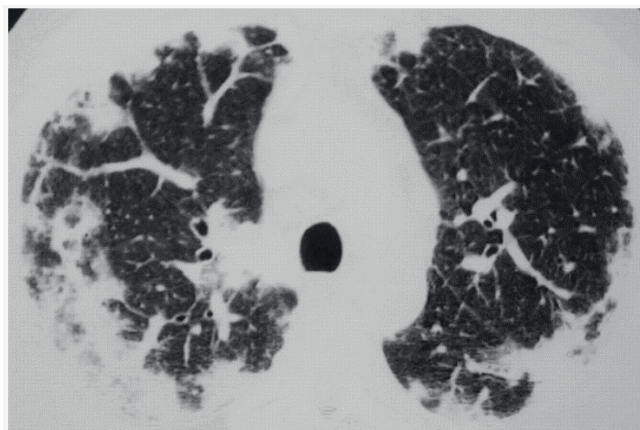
Типичная КТ-картина поражения легких при ЭГПА (<https://radiomed.ru/en/comment/114238>)
